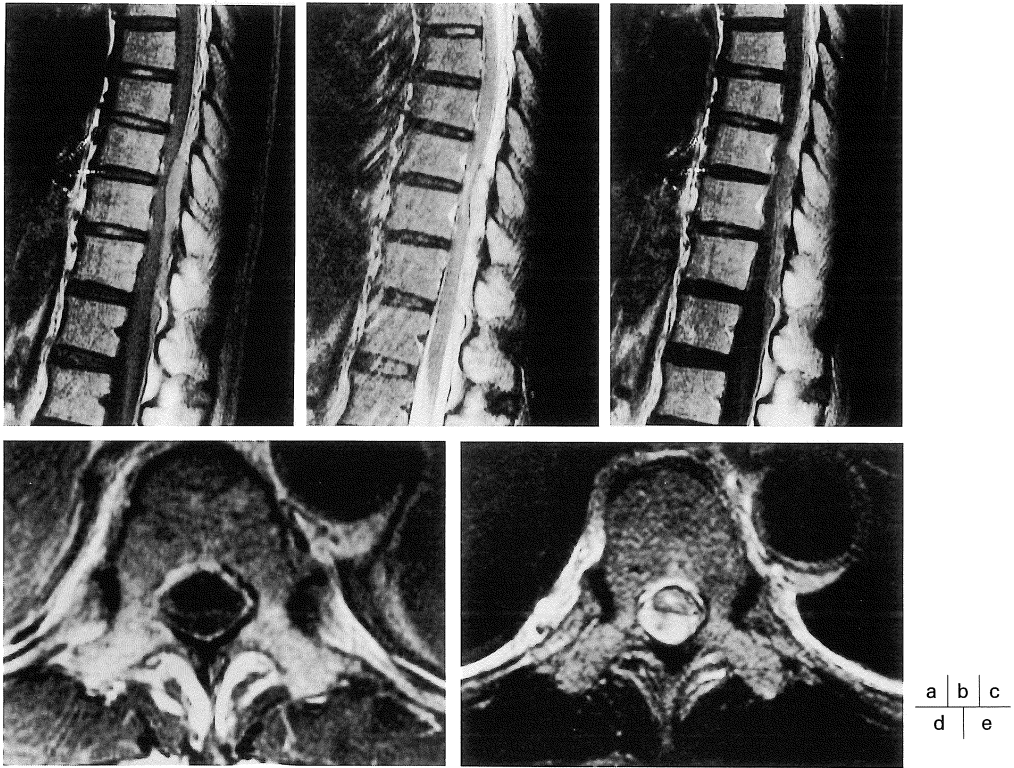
Case 2 MR images of thoracic spine.
